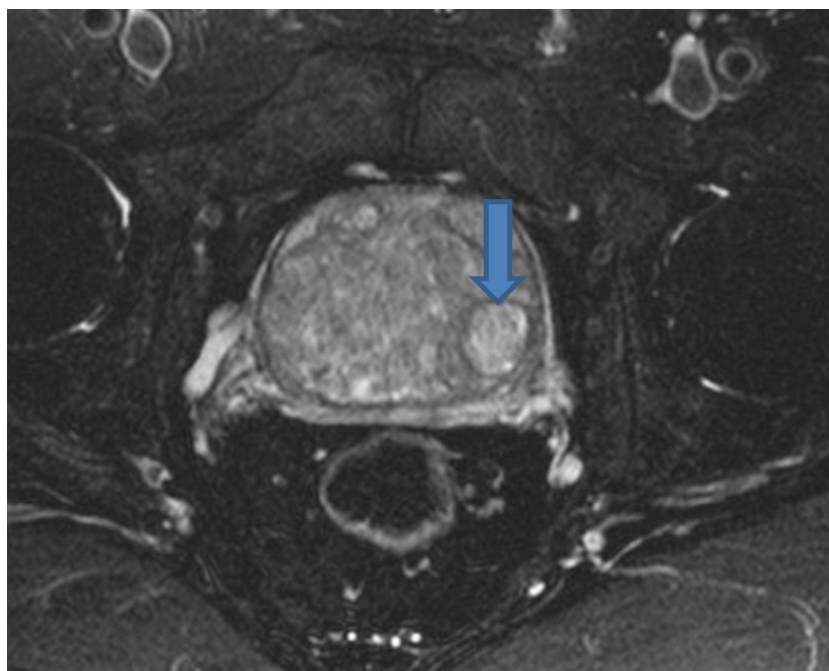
МРТ органов малого таза (стрелкой обозначен аденоматозный узел)
